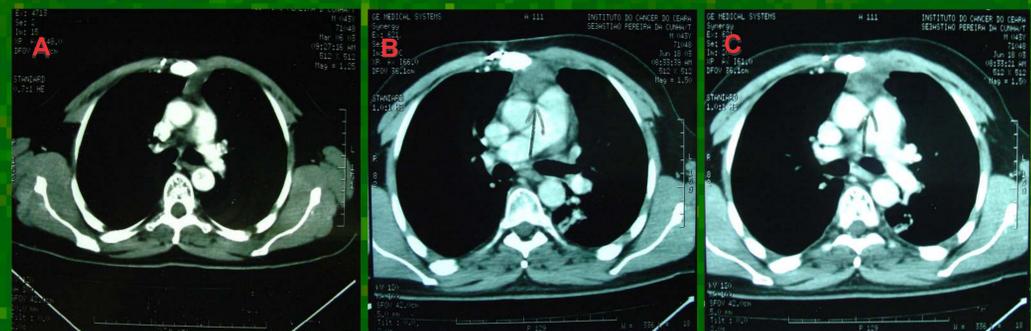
A: TC 3 meses após a cirurgia mostrando pequena opacidade pré-vascular de 2,7x2cm sem efeito de massa; B e C: TC 7 meses após a cirurgia com tênue zona de borramento pré-vascular heterogênea de 3x2,6cm.
